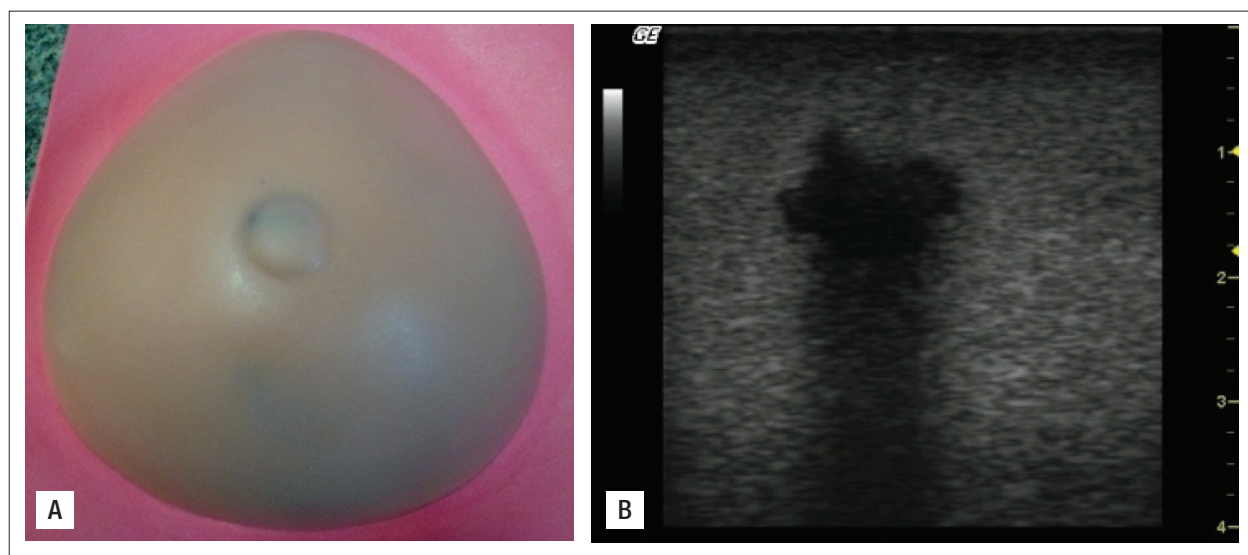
Ultrassonografia: (A) *Phantom* ultrassônico; (B) Imagem de ultrassom obtida pelo simulador.
